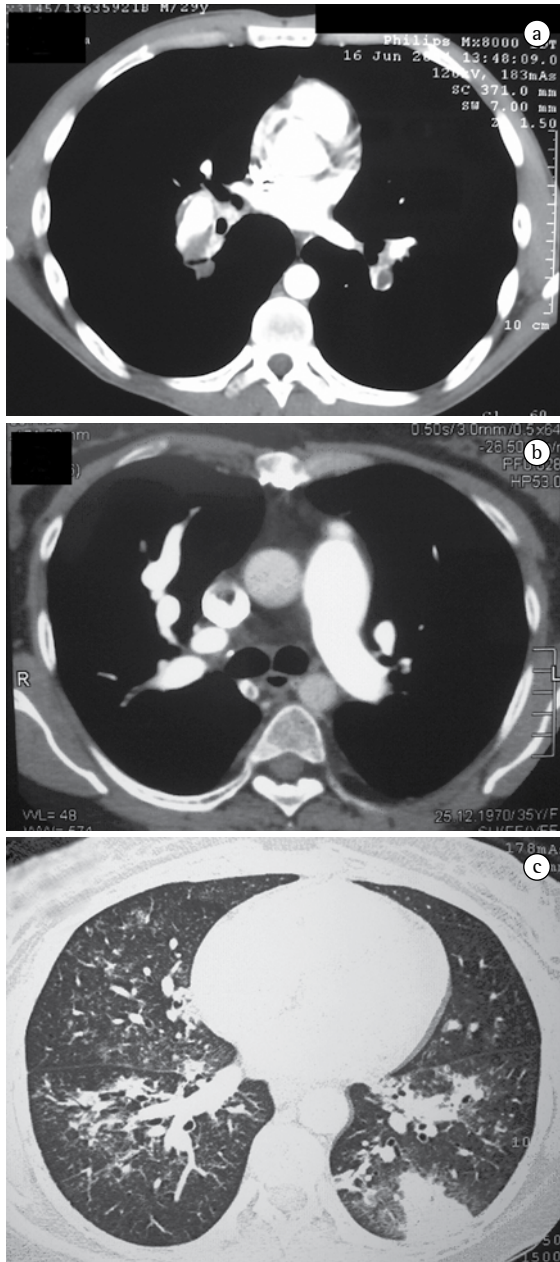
a) Paciente 5: tomografia computadorizada com uso de contraste revelando aneurismas de artéria pulmonar bilaterais com trombos; b) Paciente 9: tomografia computadorizada com uso de contraste mostrando aneurisma de artéria pulmonar (pulmão direito) e aumento do tronco pulmonar com diâmetro máximo de 34 mm, indicando hipertensão pulmonar; c) Paciente 6: tomografia computadorizada de alta definição demonstrando opacidades em ‘vidro fosco’ bilaterais (consistente com hemorragia alveolar), e consolidação pulmonar com base na pleura em formato cuneiforme (consistente com infarto pulmonar devido a embolia pulmonar).
